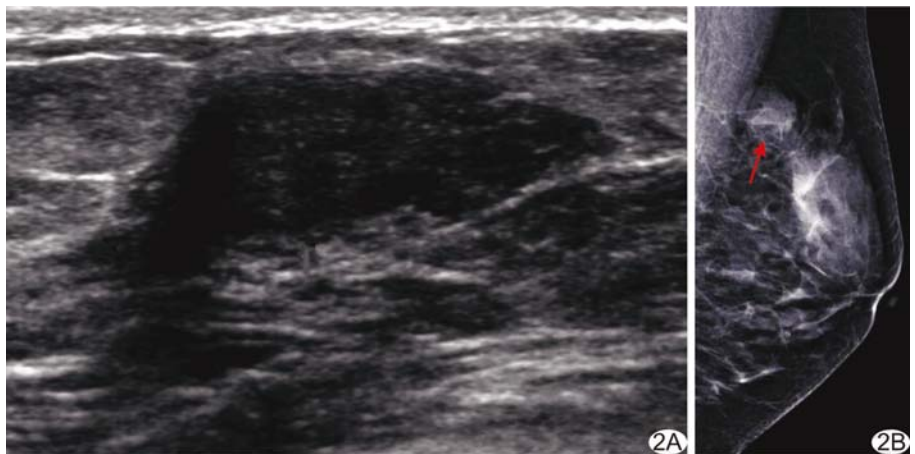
患者女,29 岁,左侧乳腺 PASH A. 超声声像图示左见不规则低回声结节,边缘不光整, BI-RADS 4 类; B. 头足位 X 线片示高密度结节(箭),部分边界不清,提示 BI-RADS 4 级
